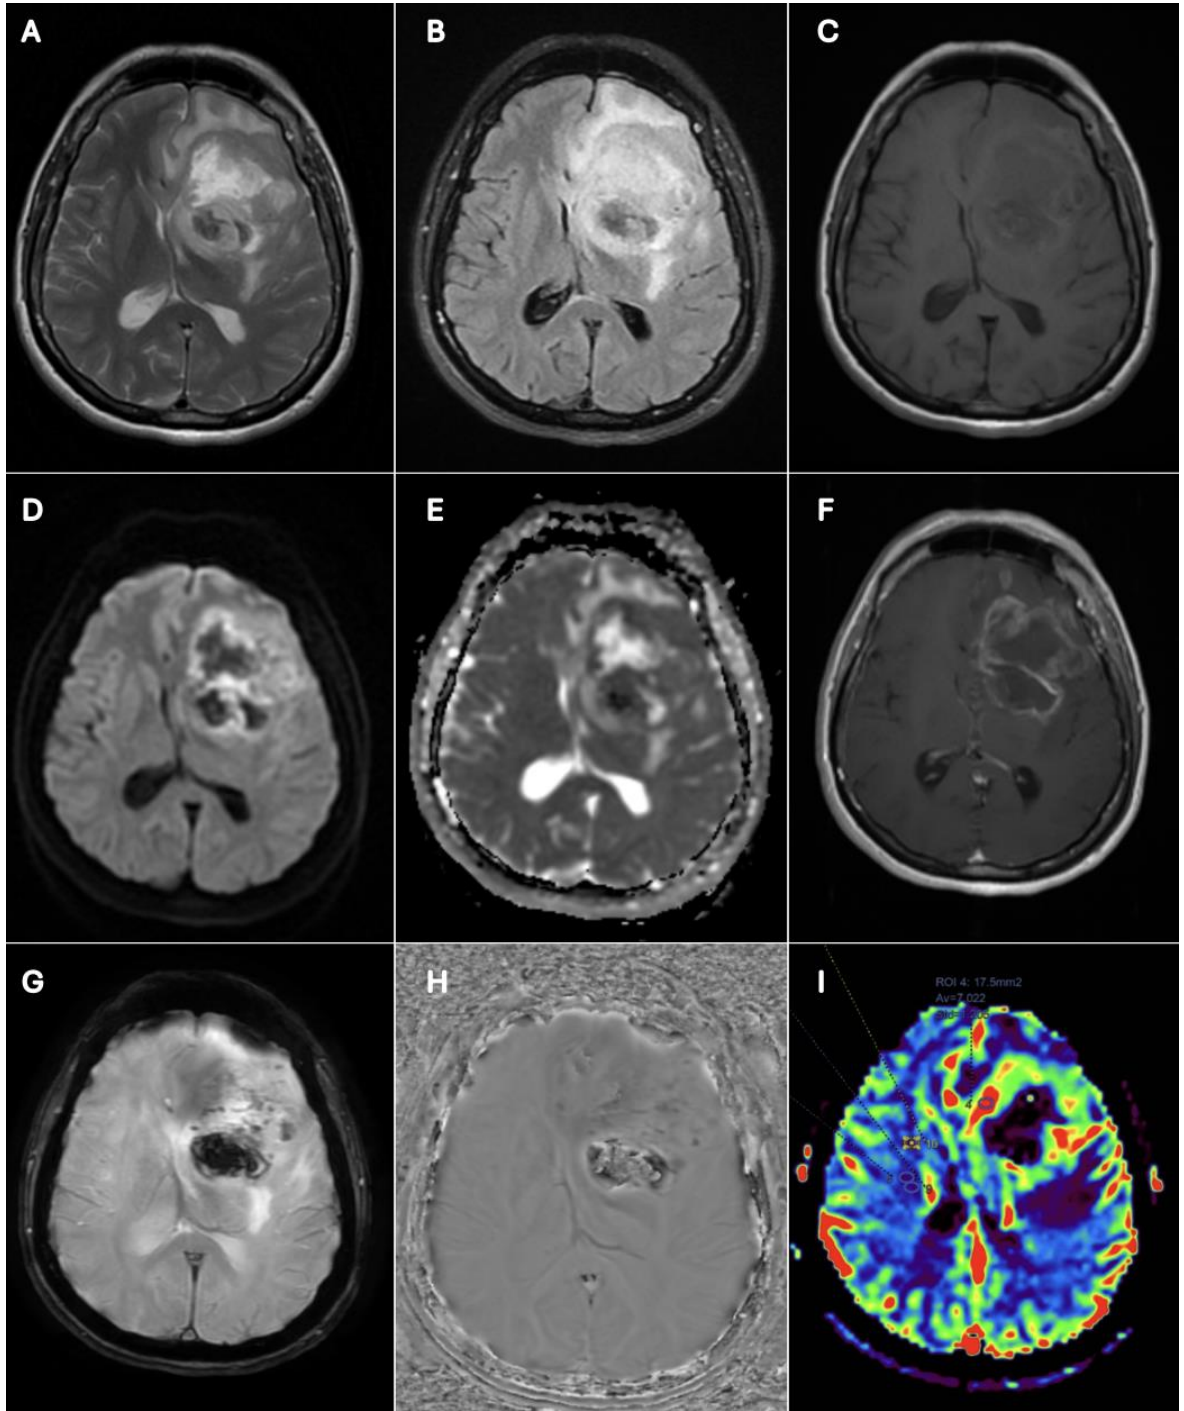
73 yaş erkek hasta. Histopatolojik tanısı: WHO derece 4, IDH-wild diffüz infiltratif glial tümör (Glioblastom). Ki-67: %40. Sol oksipital bölgede, T2A ve FLAIR sekanslarında hiperintens (A ve B), T1A sekansında sınırları belirgin olmayan kitlesel bir lezyon izlenmiştir(C). GBKM enjeksiyonu sonrası lezyonda heterojen kontrastlanma ile santral nekrotik alanlar tespit edilmiştir(F). DAG ve ADC haritalarında lezyonda belirgin difüzyon kısıtlanması gözlenmektedir (D ve E). SWI ve faz görüntülerinde, birkaç adet hipointens noktasal hemorajik sinyal odakları (ITSS derece 2) dikkati çekmiştir (G ve H). DSC perfüzyon görüntülemesinde ise lezyonda kontrastlanma gösteren komponentler düzeyinde belirgin perfüzyon artışı saptanmıştır(I).
